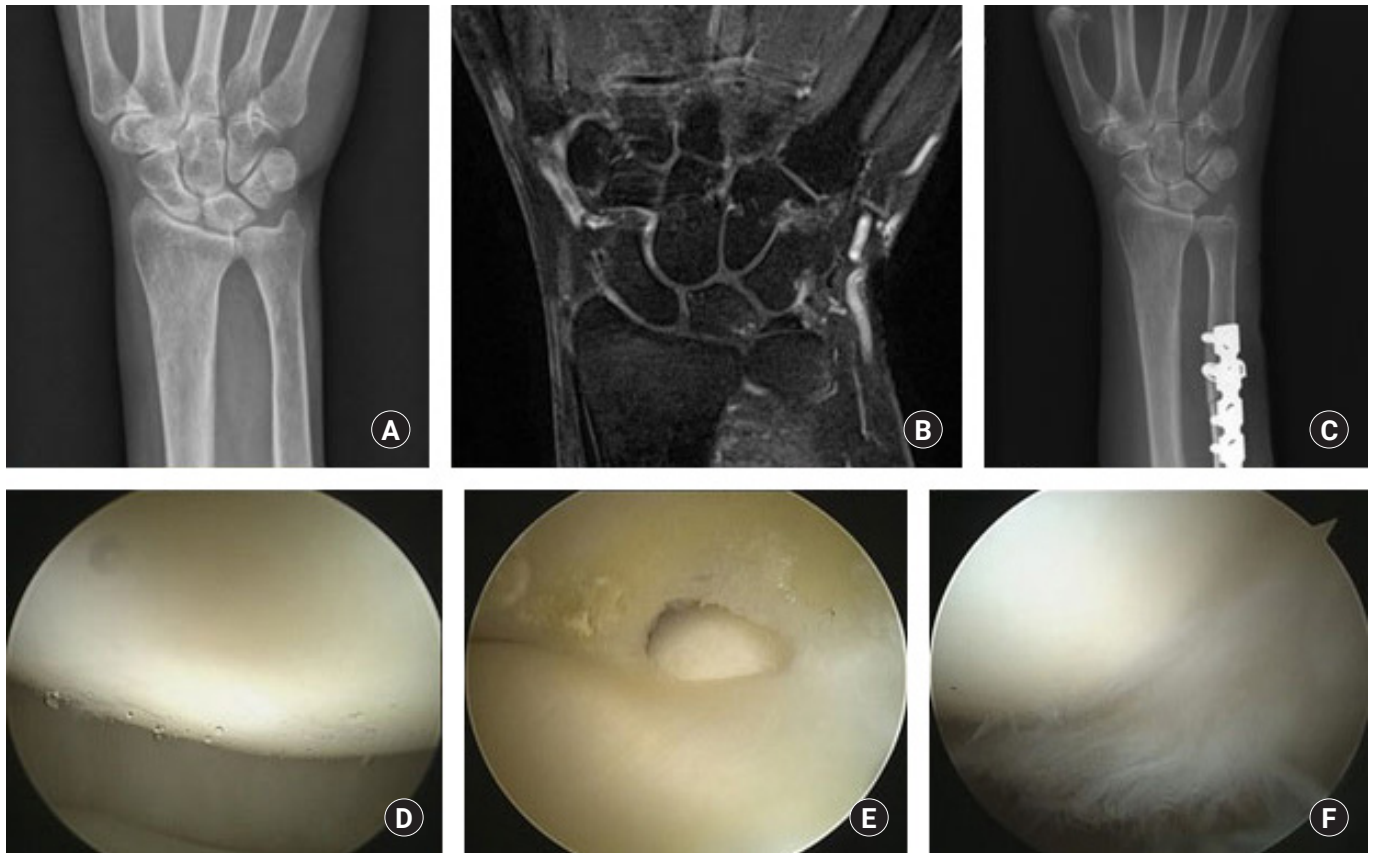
A 77-year-old female patient complained of right wrist ulnar side pain. (A) Pre-operative radiograph shows positive ulnar variance (3.19 mm). (B) Magnetic resonance imaging shows multifocal subchondral bone edema of the lunate and degeneration of the triangular fibrocartilage complex (TFCC). (C) Post-operative radiograph shows corrected ulnar variance (-1.22 mm). (D) Arthroscopic view from the 3-4 portal showing intact articular cartilage of the lunate. (E) Arthroscopic image showing a degenerative central tear of the triangular fibrocartilage. (F) Arthroscopic image showing a flap tear of the lunotriquetral interosseous ligament. Arthroscopic findings were not appropriate with Palmer's original description of TFCC.
